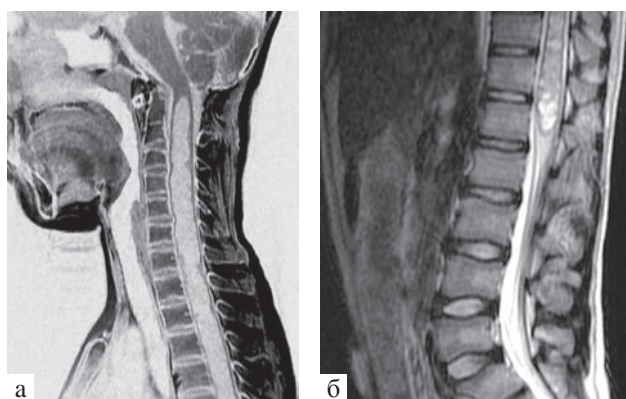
МРТ (сагиттальные срезы): а – протяженная сирингомиелия шейно-грудных сегментов; б – сирингомиелия пояснично-крестцовых сегментов
